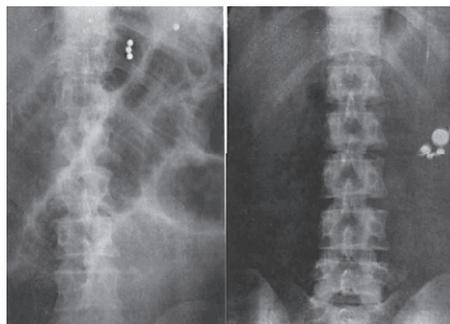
Метод рентгеноконтрастной метки (по Ю. Л. Шалькову)
